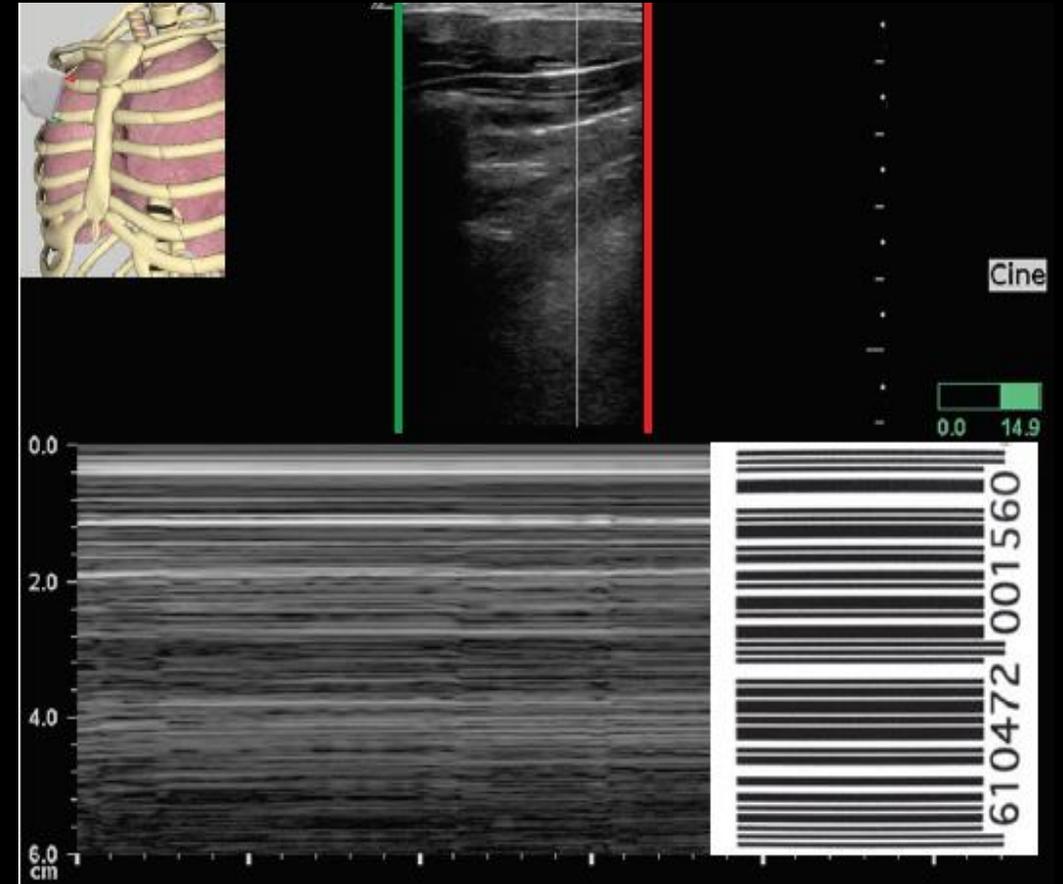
Image échographique de gauche provenant de la banque de Dr André Denault
